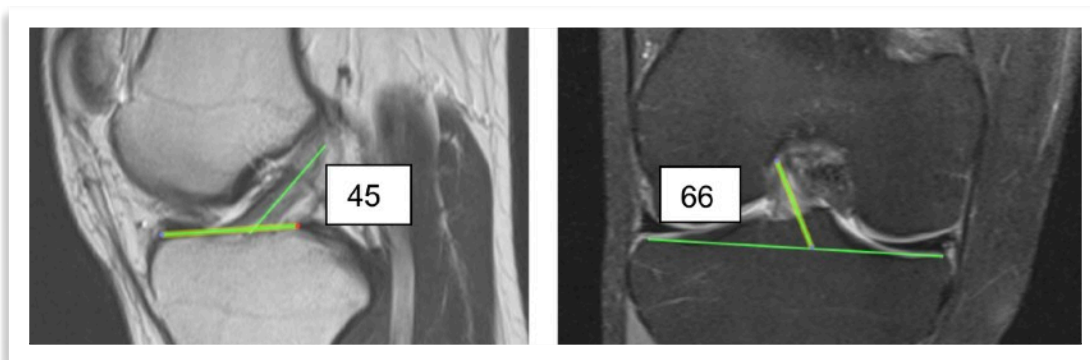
RM de rodilla. Imagen de LCA normal en sagital y coronal, con sus angulaciones promedio, respecto a la tibia. 45° sagital y 66° en coronal en los ángulos agudos. (Trabajo realizado por grupo en HCUCH)
